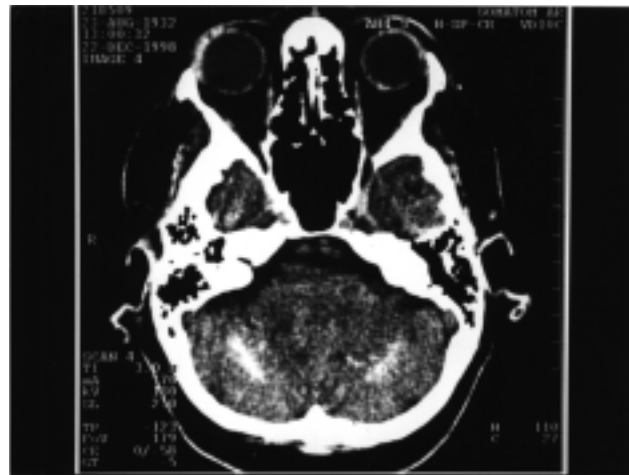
Calcificações em núcleos de base cerebral em tomografia de crânio da paciente do caso 3.
